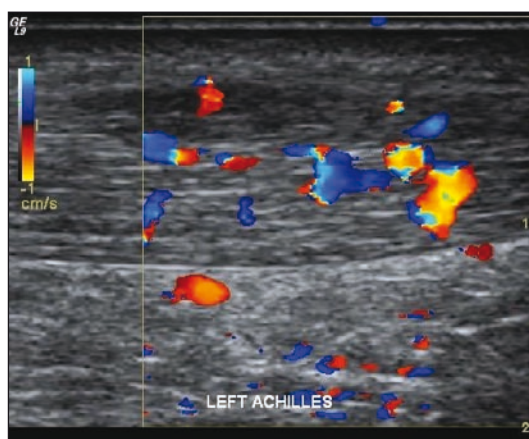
Color doppler. Tydeligt øget flow i en achillessene.
